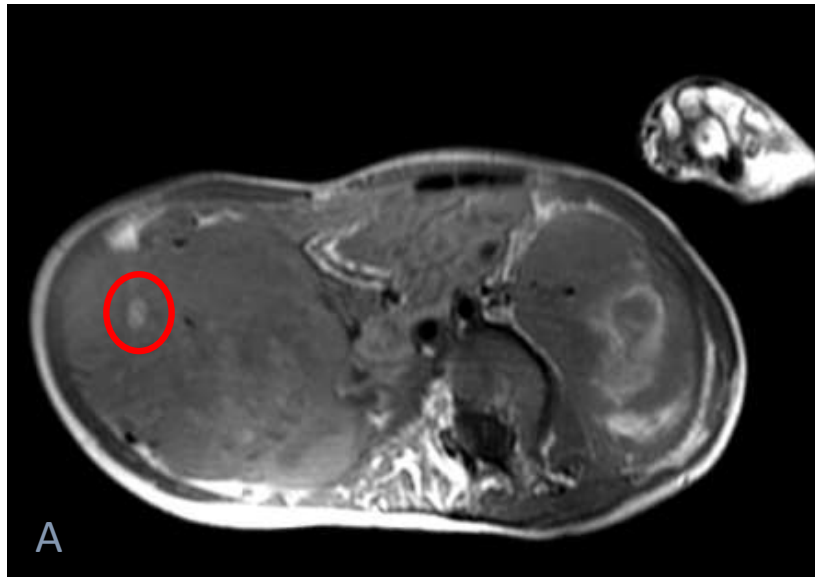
(imagen A), 17 (imagen B) y 18 (imagen C), RM abdominopélvica en secuencias T1, eco de gradiente y T1 con gadolinio iv. y saturación grasa, respectivamente (parcialmente artefactadas por movimiento). En riñón derecho observamos una lesión de gran tamaño, hipointensa en T1, aunque con áreas puntiformes hiperintensas sugestivas de grasa (círculo rojo). Por otro lado, en el riñón izquierdo identificamos otra lesión de características similares que en su interior presenta un área mal definida hiperintensa en T1 con artefacto de susceptibilidad magnética que forma un ribete hipointenso (círculo azul), en relación con depósitos de hemosiderina por sangrado subagudo. Ambas lesiones muestran realce heterogéneo en fases precoces.
